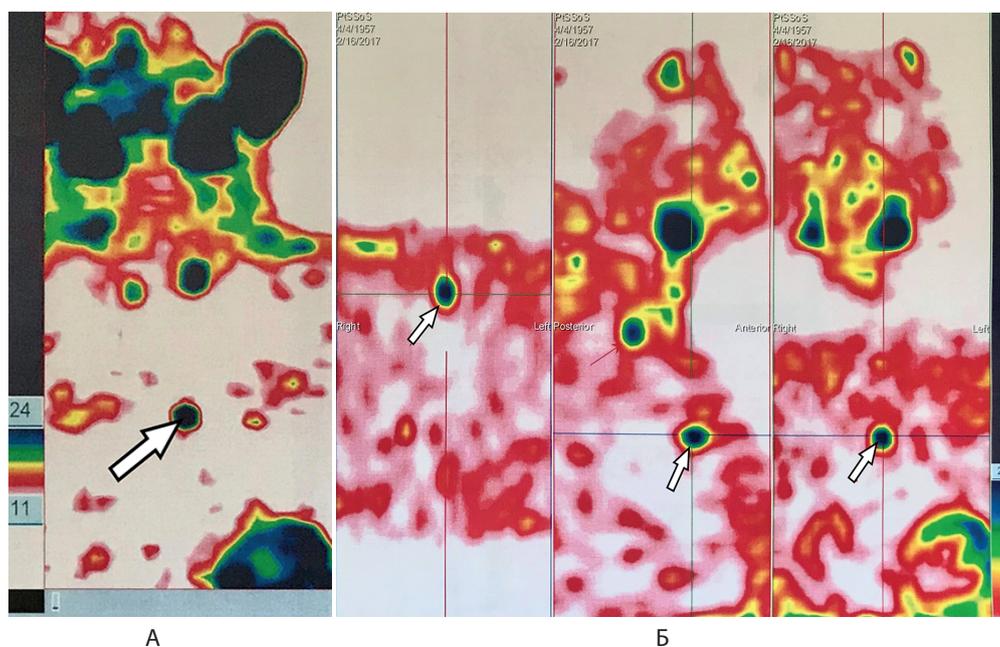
Пациент Н. Двухфазная сцинтиграфия с ^{99m}Tc-sestamibi. Три очага повышенной активности: А – паратиреоидная фаза; Б – однофотонная эмиссионная компьютерная томография в паратиреоидную фазу, поперечная, саггитальная, фронтальная проекции (стрелкой указан очаг повышенного накопления в передне-верхнем средостении)
